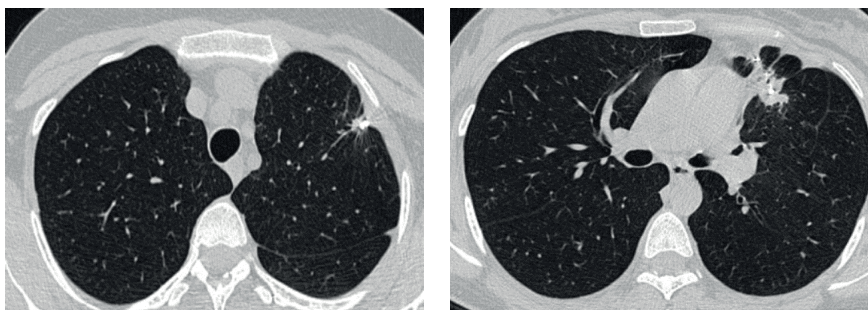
Аксиальные срезы КТ органов грудной клетки в легочном режиме. На фоне тяжистого участка консолидации в верхней доле слева прослеживается цепочка металлических швов. Костальная и междолевая плевра на этом уровне подтянута
